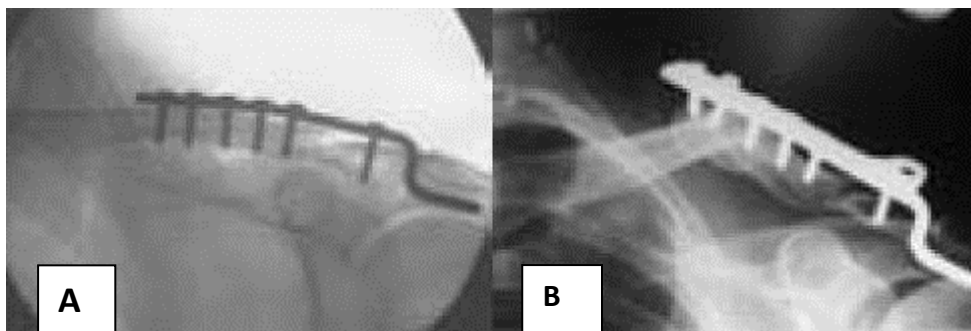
(A) le type Neer II fracture de l'extrémité latérale de la clavicule est fixée au moyen d'un crochet 8 de la plaque à trous, à 5 vis dans le fragment interne et une seule vis dans le fragment latéral; (B) radiographie prise après une deuxième chute représente une deuxième fracture à l'extrémité interne de la clavicule, survenant chez le même patient après un deuxième traumatisme au niveau de la clavicule fracturée. (56)
